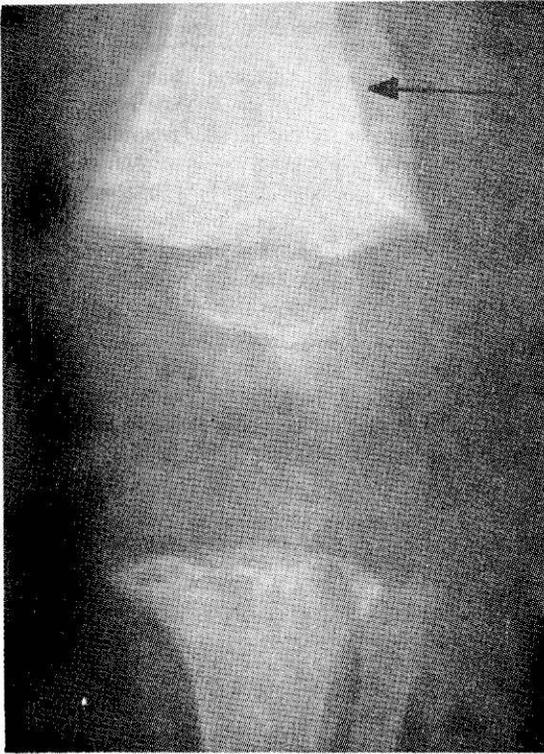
Observación II. Radiografía 4. Hemorragia subperióstica.
